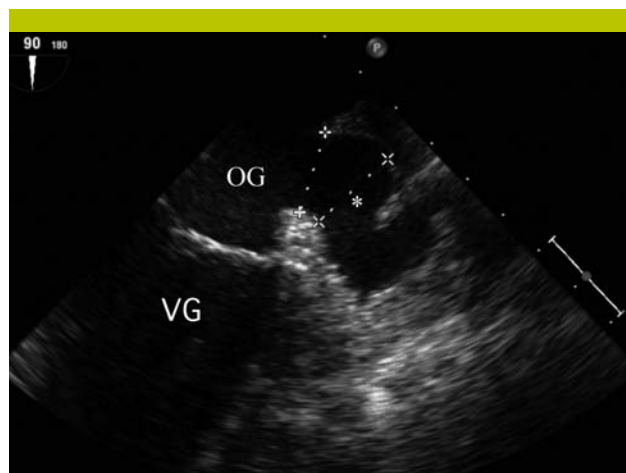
Auricule gauche vue par échocardiographie transœsophagienne (90°)
